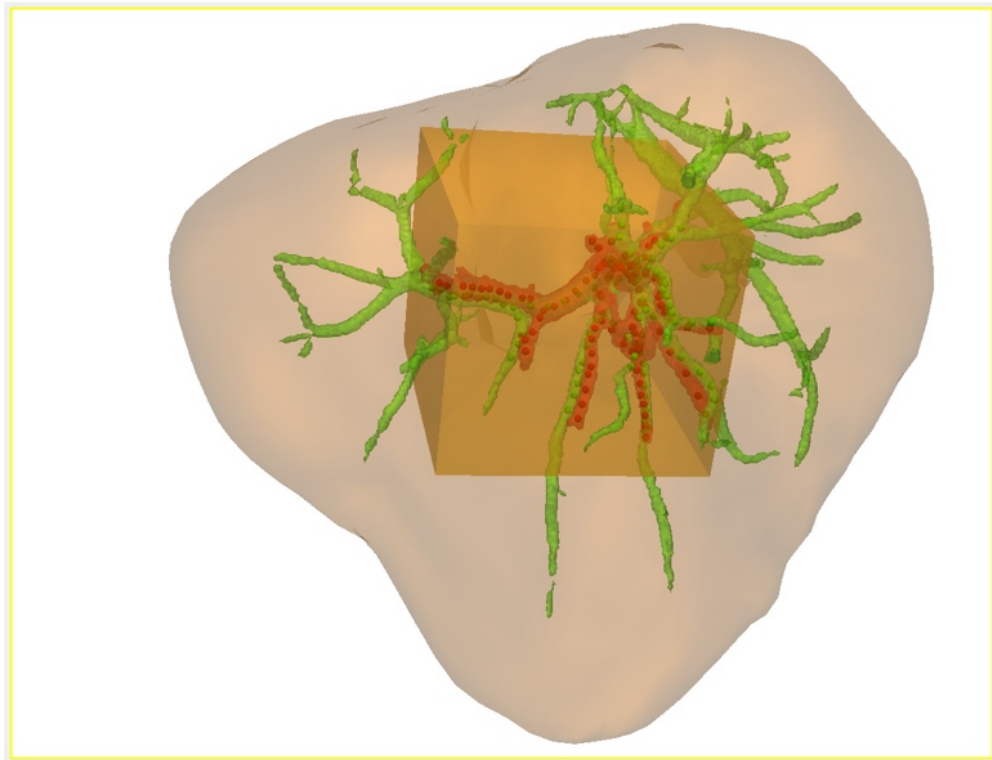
Die Eindämmung der Deformationsberechnung erfolgt anhand zusätzlicher Landmarken an den Ecken der einhüllenden Box (orange) um die Landmarken aus CT (grün) und Ultraschall (rot).
